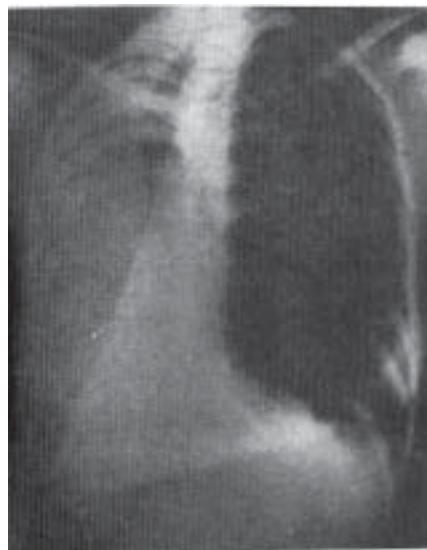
Radiografía (pósterio anterior) y tomografía axial computarizada de tórax, muestran el gran desplazamiento y torsión de las estructuras en el mediastino
